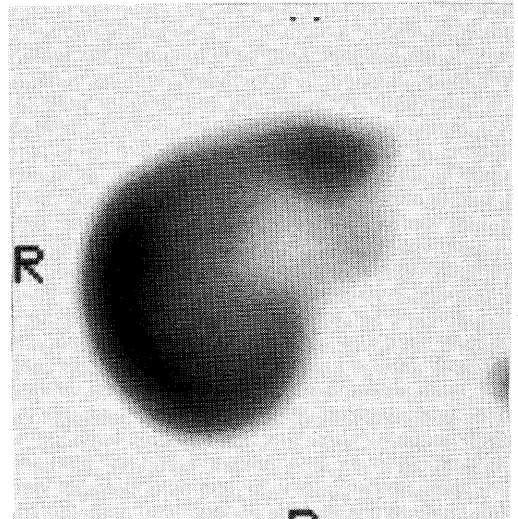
^{99m}Tc -Sn colloid SPECT shows a mass with decreased activity relative to the surrounding liver.
